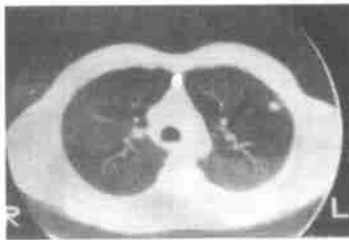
左肺硬化性血管瘤 CT 像 WW 1200 HU, WL - 600 HU
